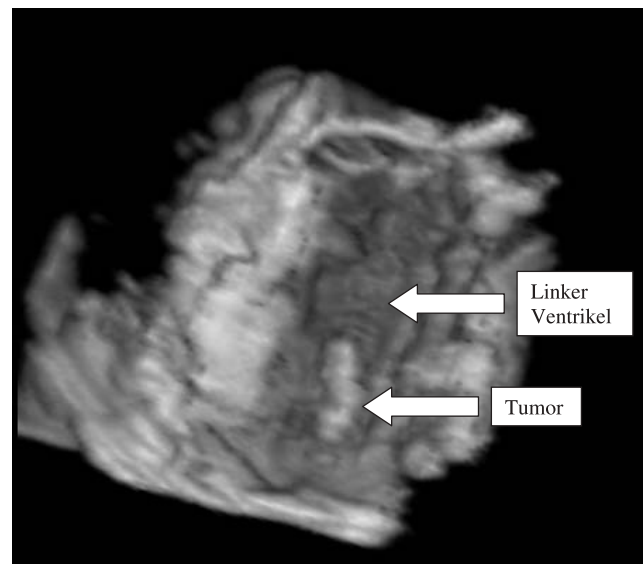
Gestielter Tumor im linken Ventrikel (dreidimensionale Rekonstruktion eines transoesophageal erstellten Datensatzes)
